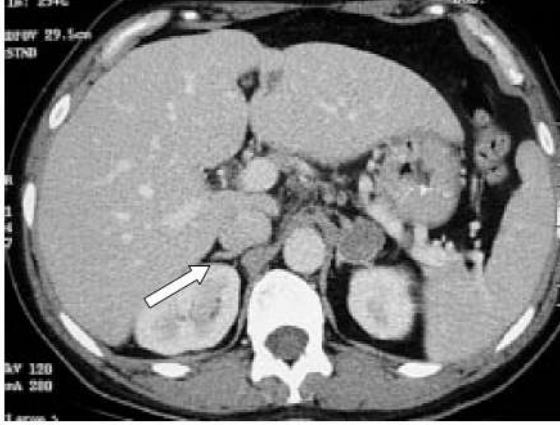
Feokromasitoma BT görünümü
